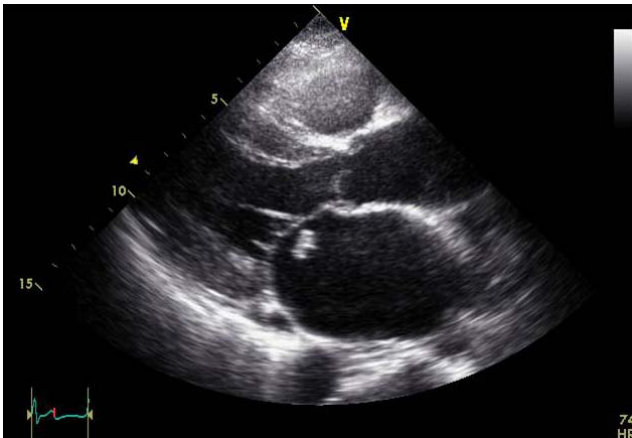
Transthoracic echocardiography revealed a vegetation, 11×8 mm in size, over the anterior leaflet of the mitral valve.
